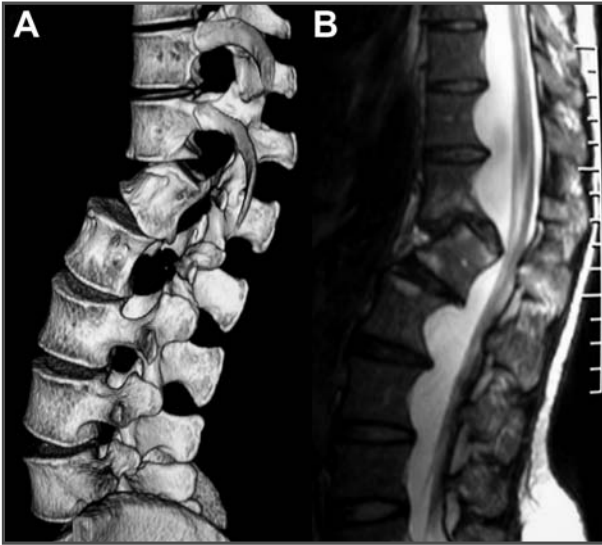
Reconstrucción 3D de la TC multicorte en la que se aprecia la subluxación de L1 y la ausencia de pedículos. 1B. RM en la que se aprecia la ectasia dural y el scalloping producido por la misma.
